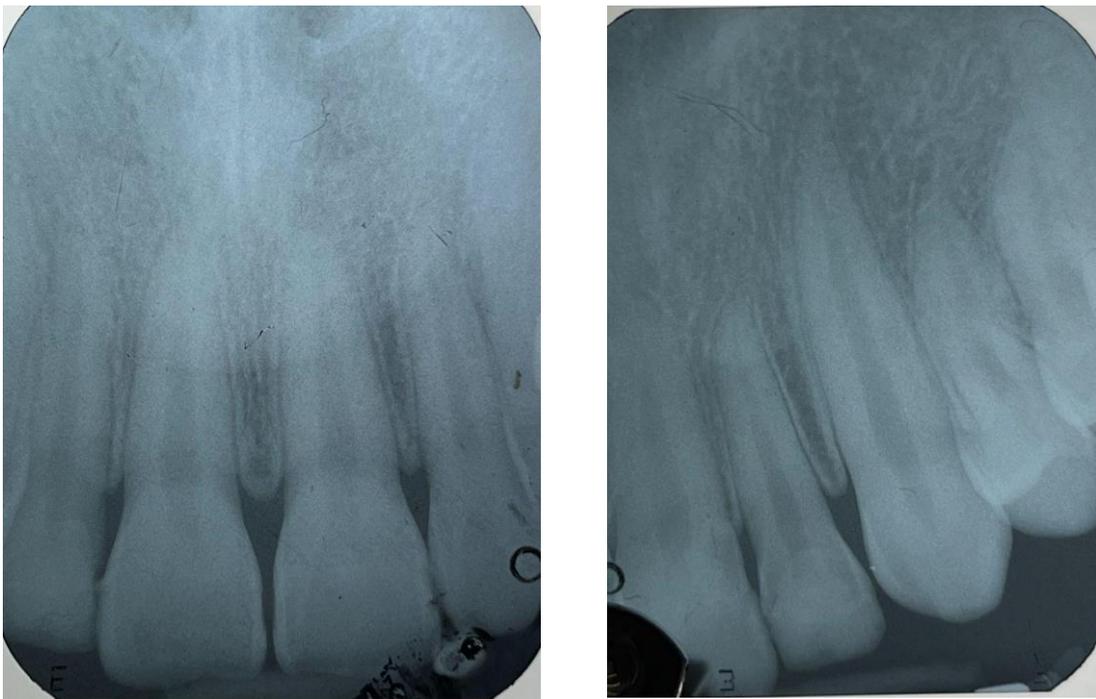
Radiografías periapicales OD 11,21 Y 22 (Fuente propia)
